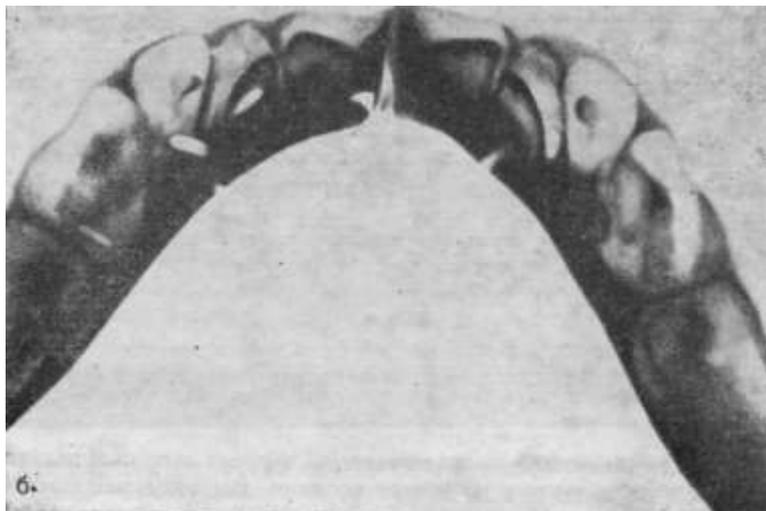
Рентгенограммы верхней (а) и нижней (б) челюстей плода человека 27—28 нед. Процесс минерализации охватывает 2/3 высоты коронок резцов и 1/3 клыков.
